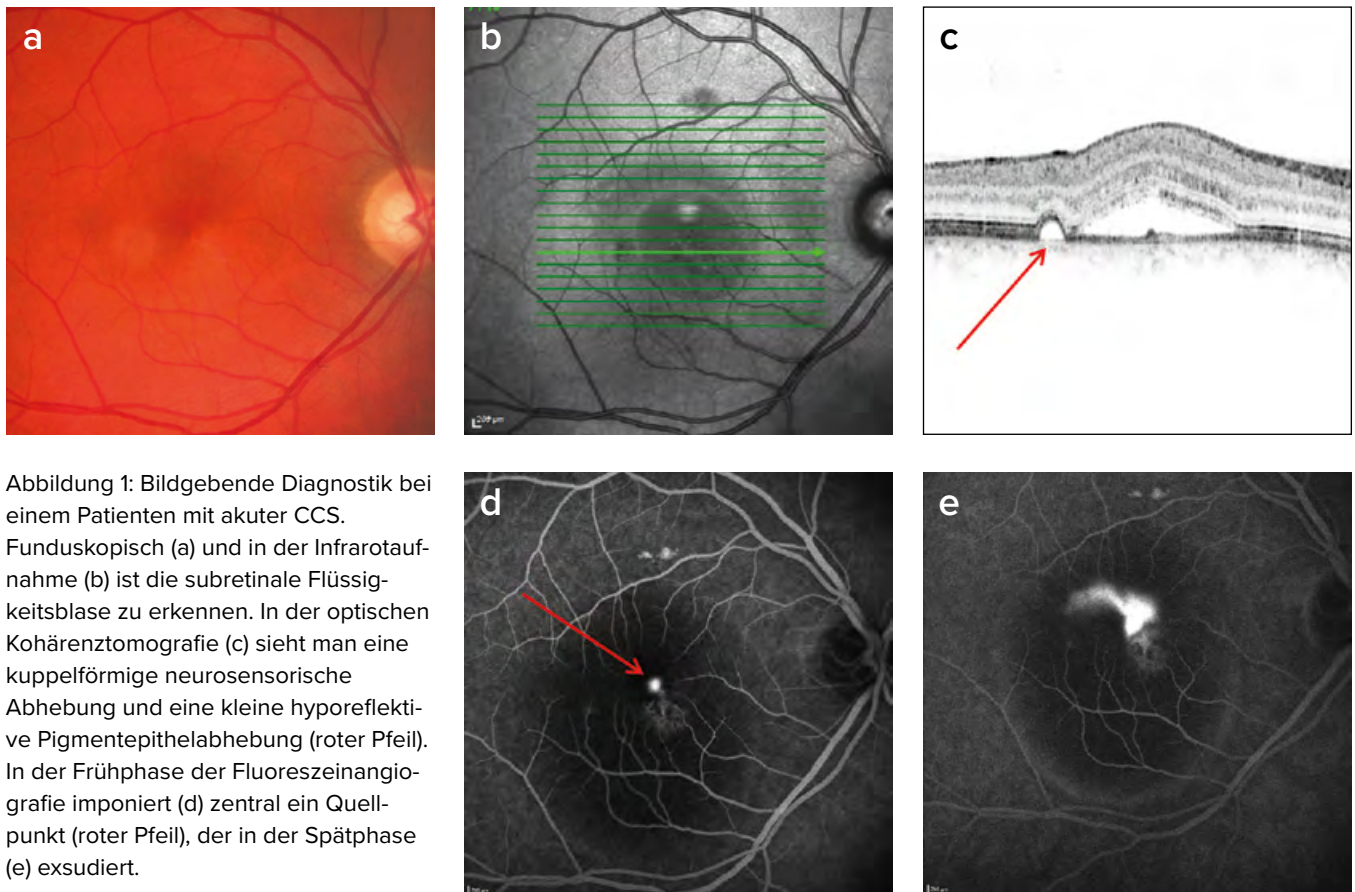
Bildgebende Diagnostik bei einem Patienten mit akuter CCS. Funduskopisch (a) und in der Infrarotaufnahme (b) ist die subretinale Flüssigkeitsblase zu erkennen. In der optischen Kohärenztomografie (c) sieht man eine kuppelförmige neurosensorische Abhebung und eine kleine hyporeflektive Pigmentepithelabhebung (roter Pfeil). In der Frühphase der Fluoreszeinangiografie imponiert (d) zentral ein Quellpunkt (roter Pfeil), der in der Spätphase (e) exsudiert.
